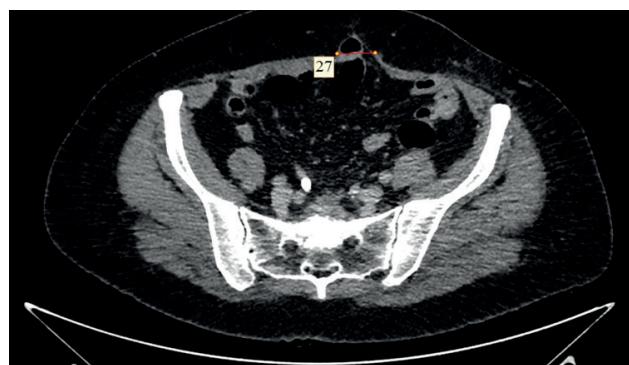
МСКТ-изображение грыжевого выпячивания в области послеоперационного рубца, тотчас ниже пупка (указано метками), содержимое грыжевого мешка - петля тонкой кишки.
